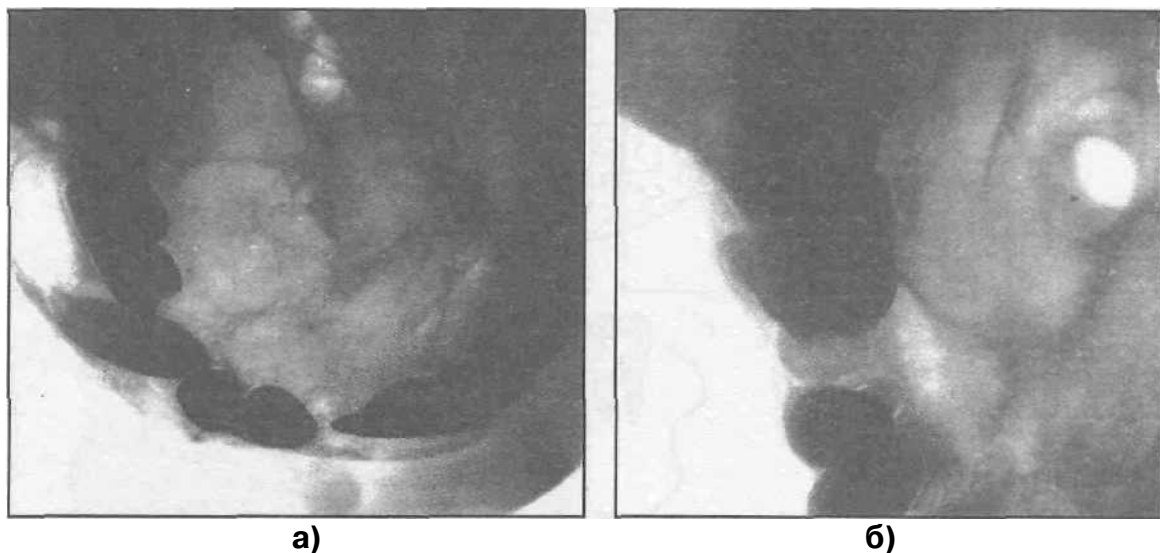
Рентгенограммы верхней челюсти больных с амелобластомами (а,б).
